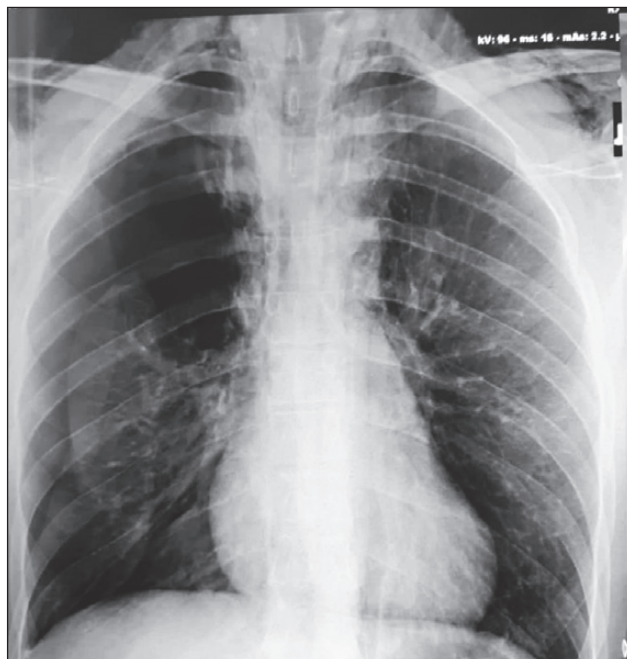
Правобічний пневмоторакс за даними рентгенографії органів грудної клітки
